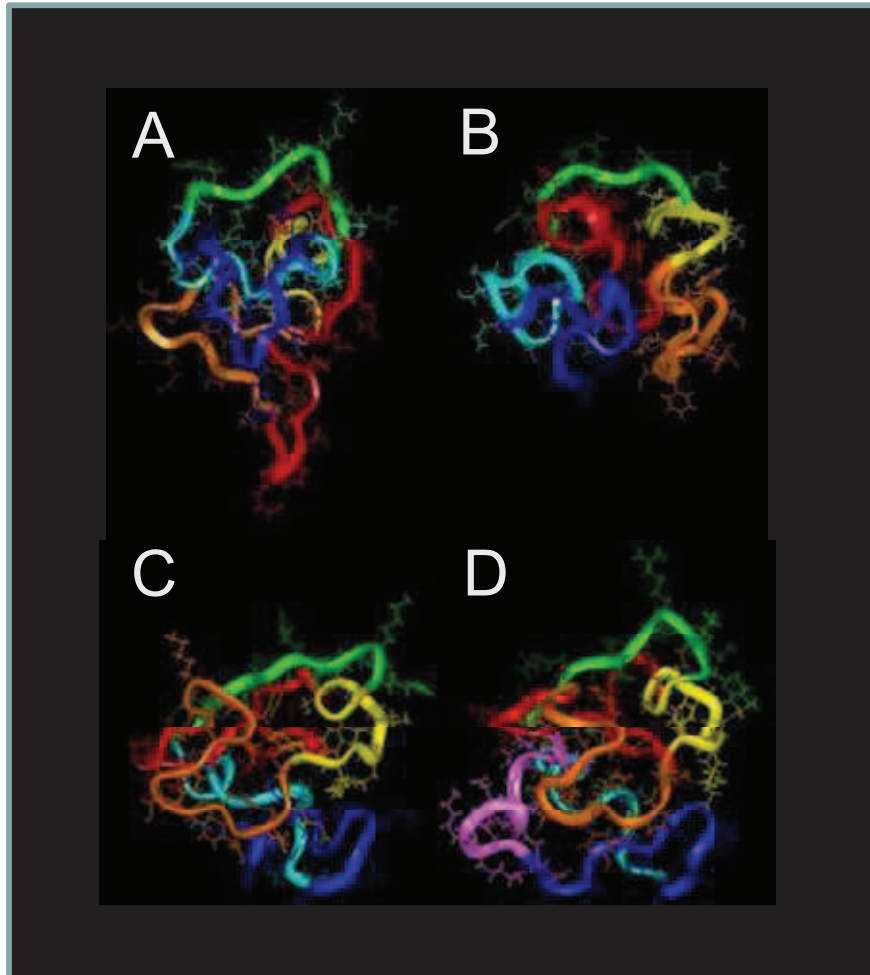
Structure 3D des variants de Tat. Les structures des variants Tat Z2 (A), Tat Bru (B), Tat Mal (C) et Tat Eli (D) ont été obtenues par résonance magnétique nucléaire (RMN). Les régions de Tat (I à VI) sont représentées en rouge, orange, jaune, vert, bleu clair et bleu, respectivement. Et les résidus supplémentaires à l'extrémité Cter de Tat Eli sont représentés en rose. Le variant A a été chimiquement modifié, alors que les trois autres (B, C et D), biologiquement actifs, affichent un repliement similaire (D'après [281]).
